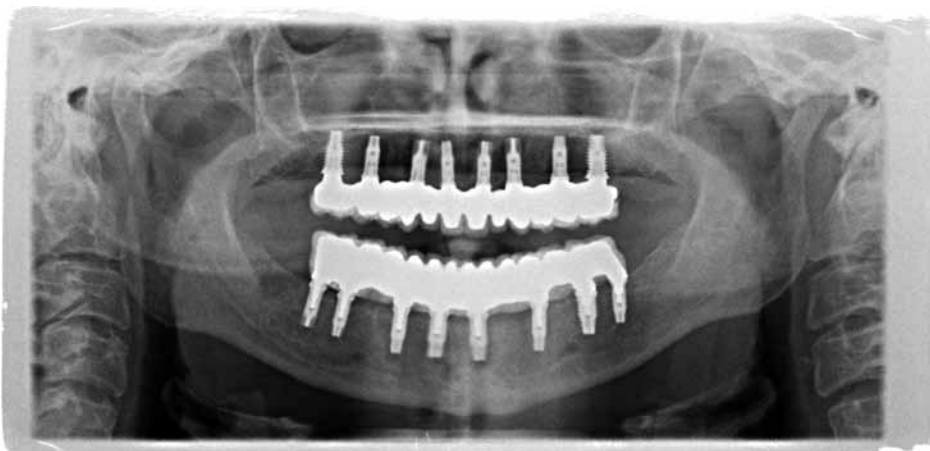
Radiografía final.
